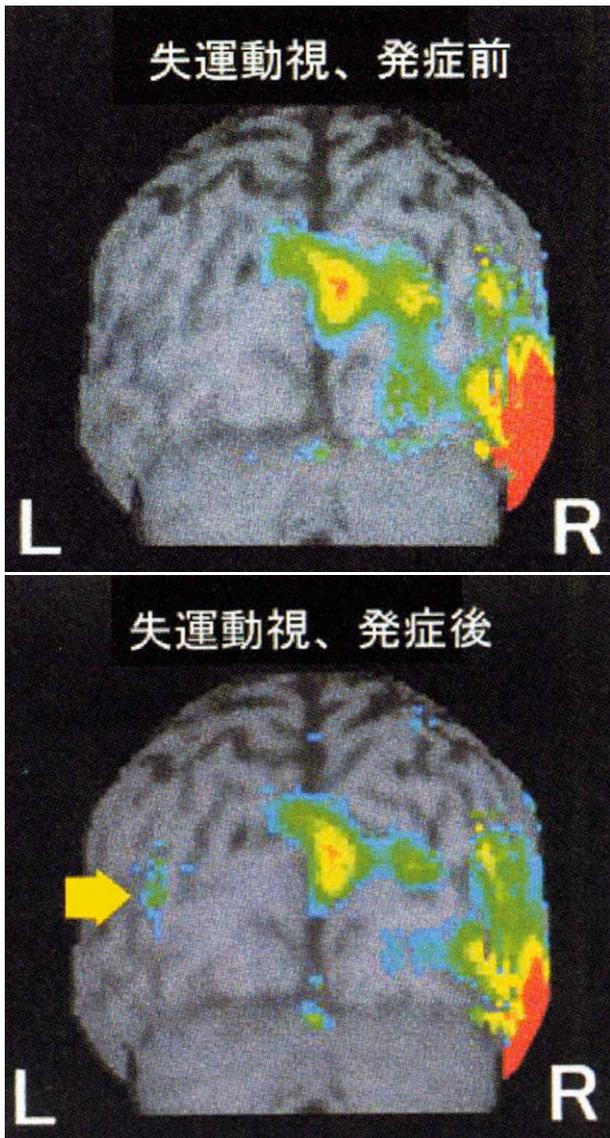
右横静脈洞血栓症 (39 歳女性) の失運動視自覚前後の脳血流シンチグラフィ (SPECT) による脳機能画像解析。
